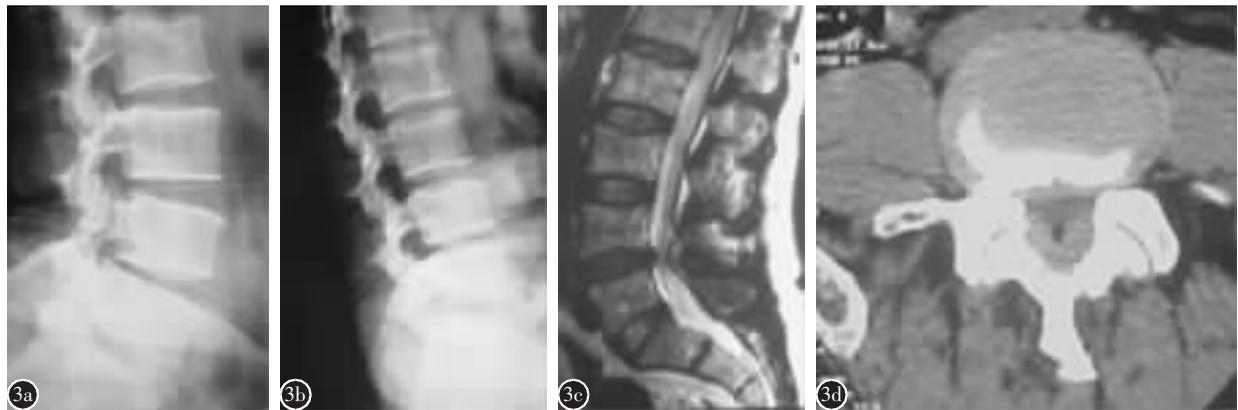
患者男,62 岁,L4/5 椎管狭窄并椎间盘突出,行 ILSISR 手术 a,b 术前过屈、过伸位 X 线片示 L4/5 椎间隙无明显失稳 c 术前 MRI 示 L4/5 椎管狭窄、椎间盘突出、黄韧带增厚 d 术前 CT 示 L4/5 椎管狭窄、椎间盘突出、黄韧带增厚 e 术后 3
